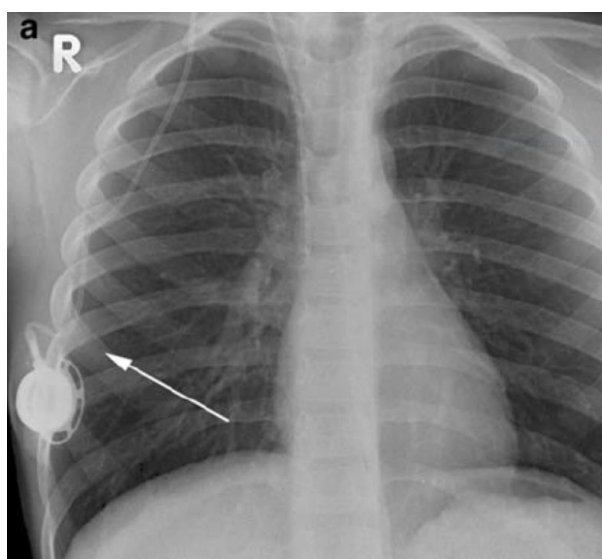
“Kinking of the catheter. a Chest radiograph of a 6-year-old male with a portacath in situ” (Roebuck, 2008)
